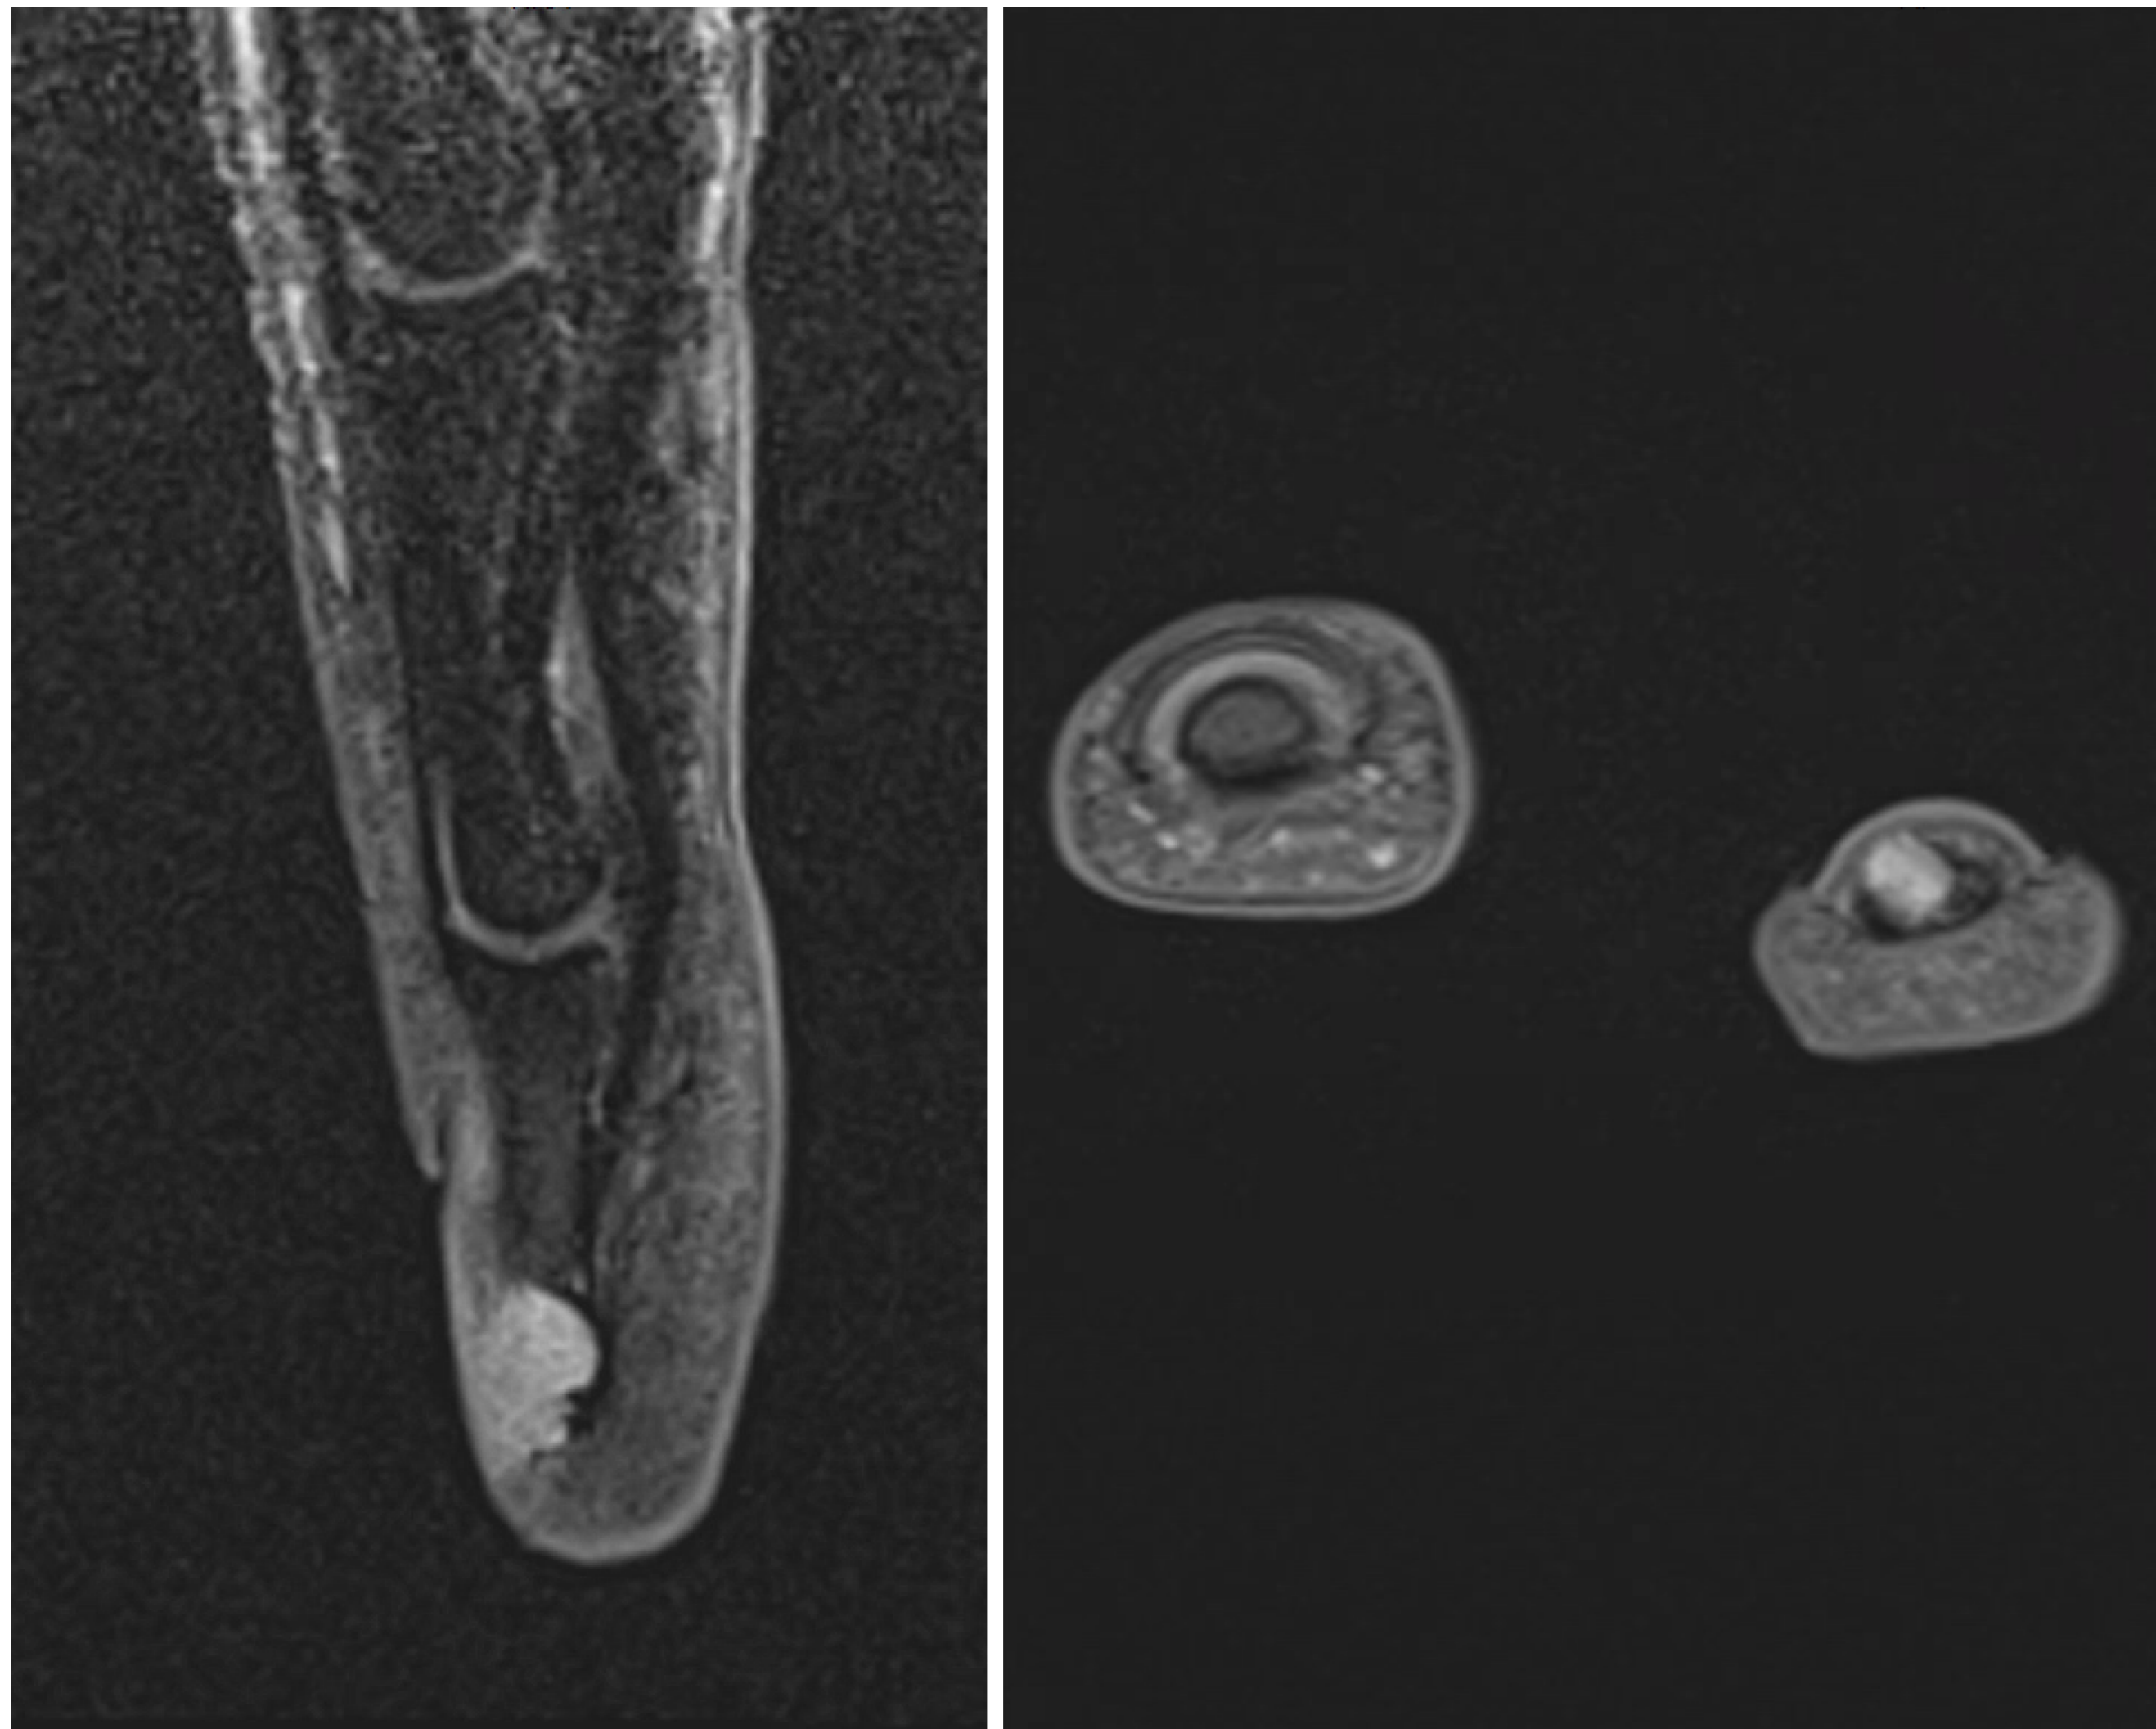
Cortes de RM en secuencia T2.
